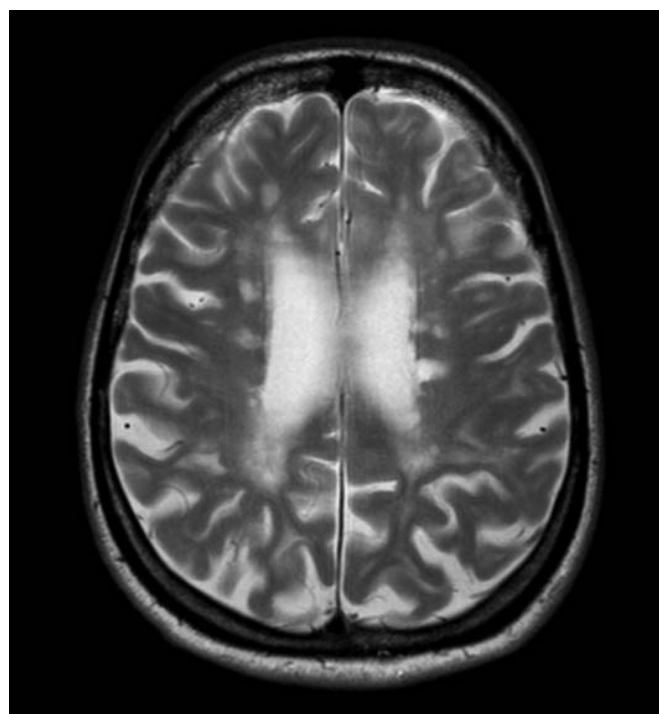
МРТ, режим T2W_TSE. МР-картина демиелинизирующего заболевания головного мозга. Смешанная заместительная гидроцефалия
